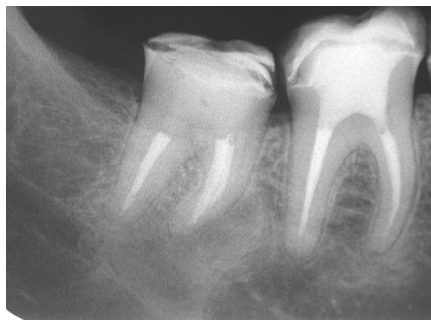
Área radiopaca de limites definidos na região periapical do dente 48, caracterizando o reparo ósseo periapical.
